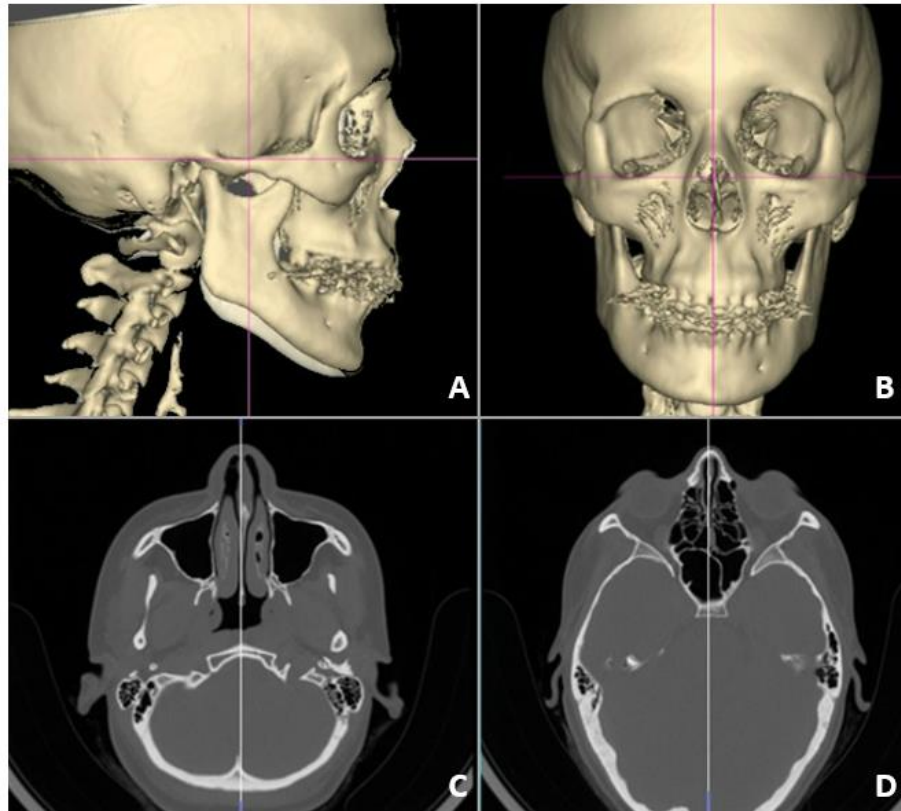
Orientación de la tomografía en los 3 planos según el protocolo original. A) Vista sagital. B) Vista frontal. C y D) Vista transversal.
